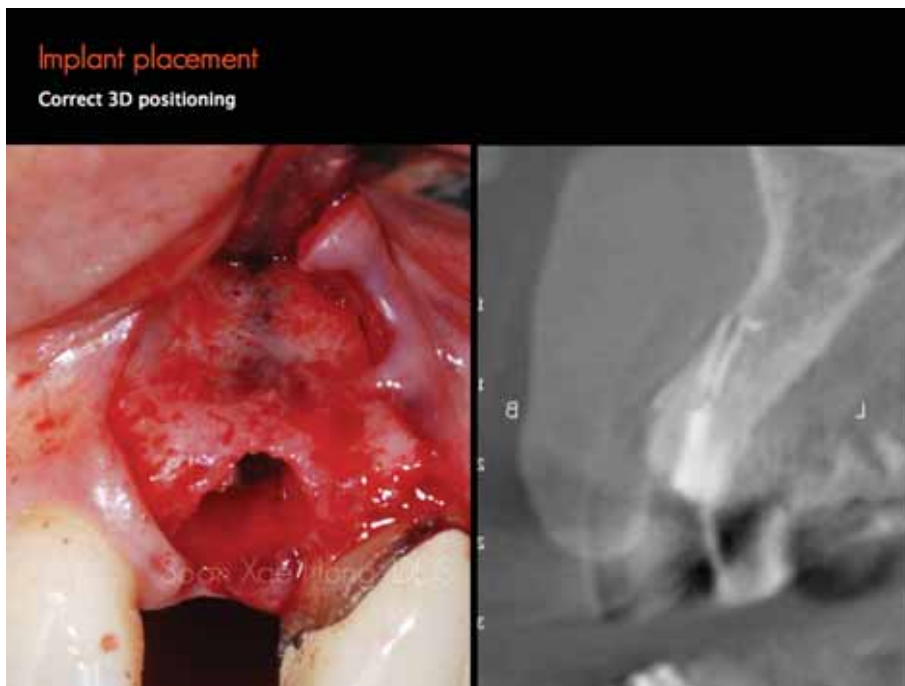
식립 직후 labial flap을 들쳐서 관찰한 모습. 우측 preop CT 영상에서 예상했듯이, paper-thin labial plate를 통해 fixture가 비쳐보이는 것을 알 수 있다. 이런 것을 그냥 무시하고 flapless implantation을 했다면 앞서, Fig.21 예와 같이 어두운 보랏빛의 임플란트 그림자가 잇몸을 통해 투영되는 결과를 얻게 되었을 것이다. 축절치 부위에선 특히, 조심해야 될 점이다.
